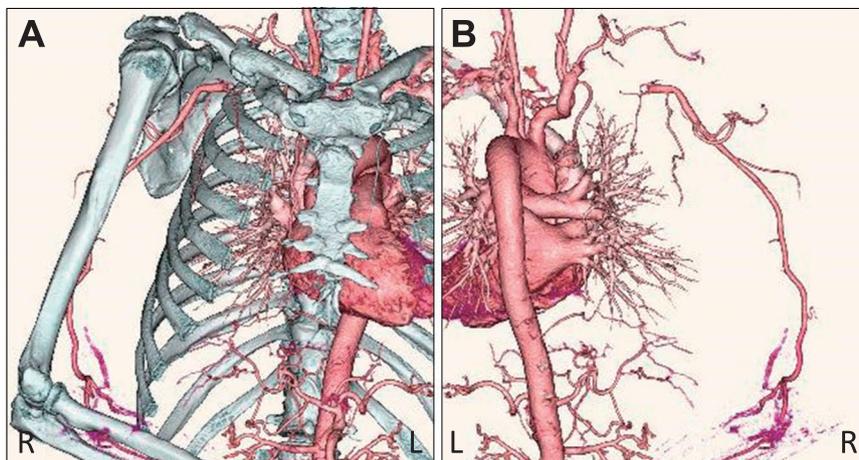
3-dimensional CT angiography (3D-CTA) on Day 8.
